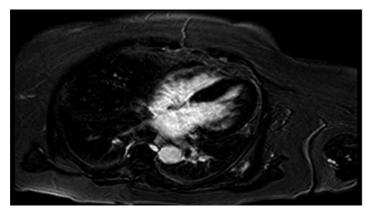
RMN cardíaca. Secuencia tardía TFE IR-T1 para valoración de realce tardío de gadolinio donde no se identifican áreas de fibrosis focal intramiocárdica en el segmento de mayor hipertrofia a nivel septal basal.
